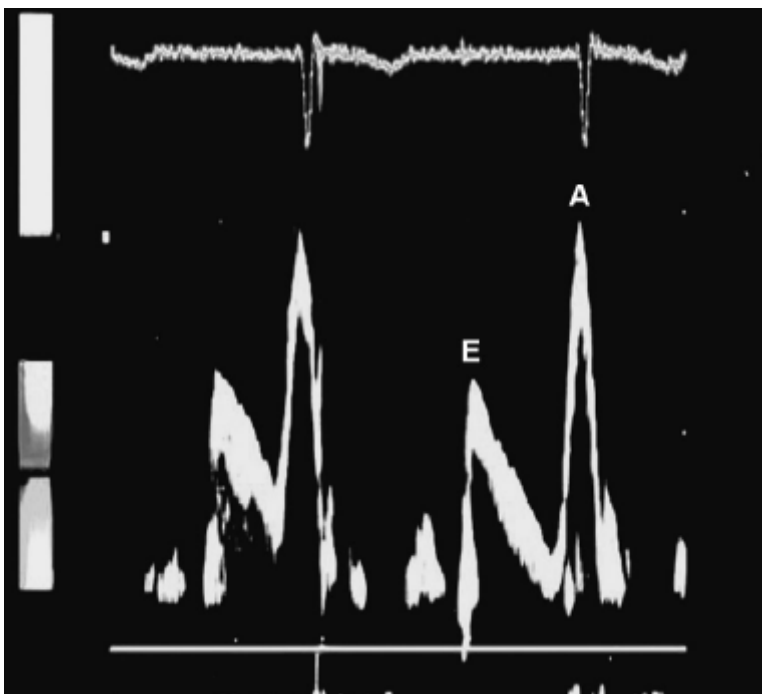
Curva de fluxo mitral diastólico ao Doppler pulsátil do tipo alteração de relaxamento, o que caracteriza
